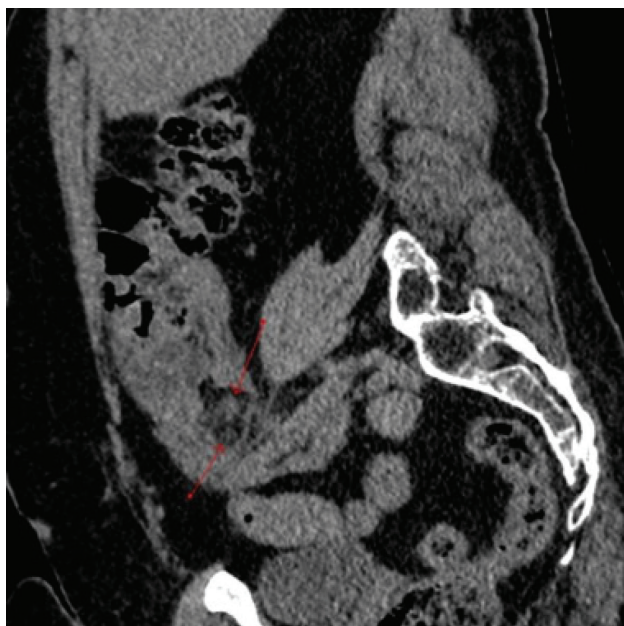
Tomografia Computadorizada do abdome em reconstrução sagital sem contraste endovenoso, evidenciando apêndice cecal (seta superior) e imagem alongada com baixos coeficientes de atenuação na borda antimesentérica do apêndice, com aspecto de apêndice epiploico (seta inferior).
